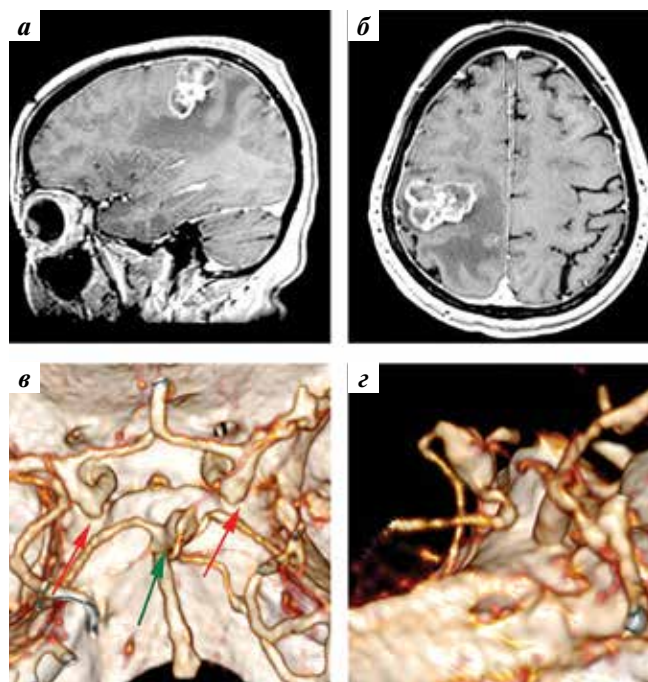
Данные нейровизуализационных исследований до операции: а, б — магнитно-резонансная томография головного мозга с контрастом: объемное образование в области центральных извилин справа; в, г — спиральная компьютерно-томографическая ангиография: аневризма в области бифуркации базилярной артерии (зеленая стрелка), аневризматические выпячивания супраклиноидных сегментов внутренней сонной артерии (красные стрелки)
